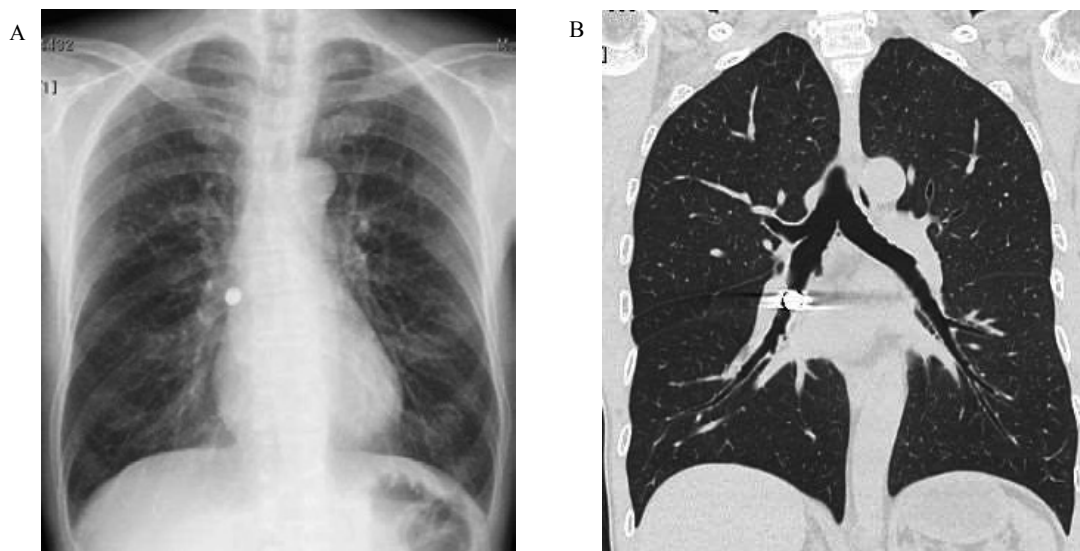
胸部単純写真(A)で右肺門付近にX線不透過性の結節を，胸部CT冠状断像(B)で中間気管支幹に異物を認める。
